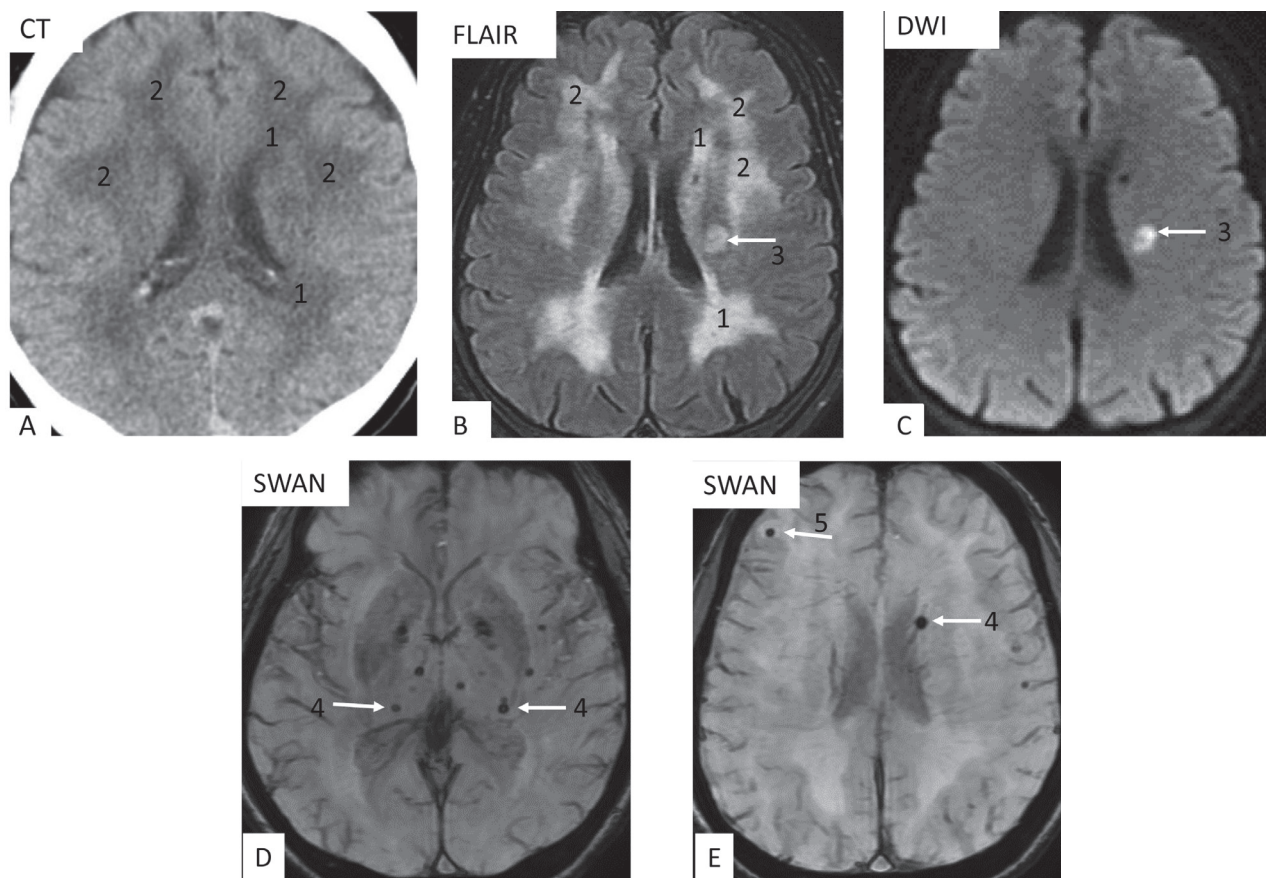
女/66歲腦小血管疾病(small vessel diseases)與急性微小梗塞(acute lacunar infarction)。慢性高血壓病人，因右側肢體無力，疑是腦中風，急做CT。
